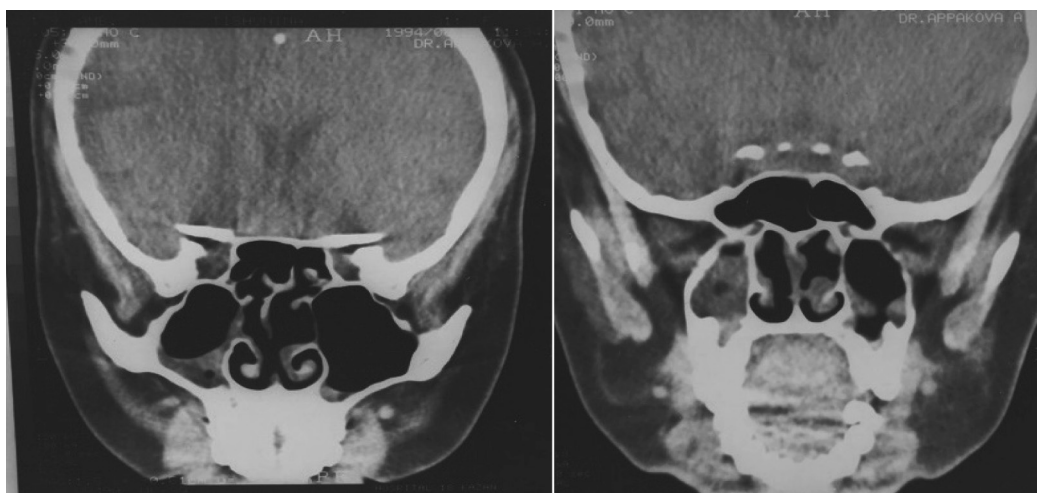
Результаты рентгеновской компьютерной томографии придаточных пазух носа ребенка Ж.: неравномерное утолщение слизистой обеих верхнечелюстных пазух, единичных ячеек решетчатого лабиринта, нижних носовых раковин.
